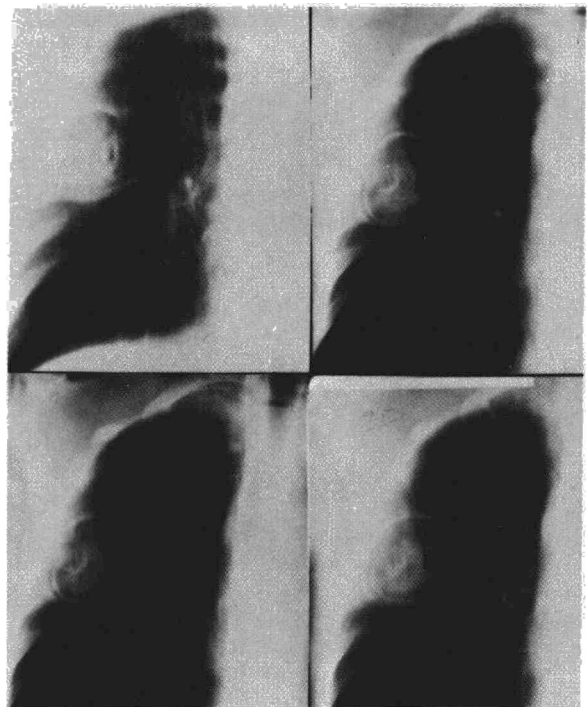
Tomografías de un paciente afecto de un quiste hidatídico de lóbulo superior derecho, evacuado por vómita, con membrana seca retenida que muestra el signo de la sombra poligonal.
